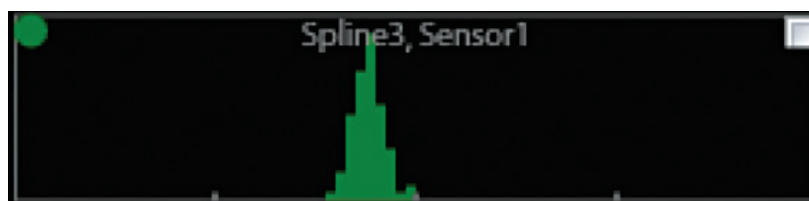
Figura D-1. Traçado de histograma de ultrassons para curva polinomial 3, sensor 1.
